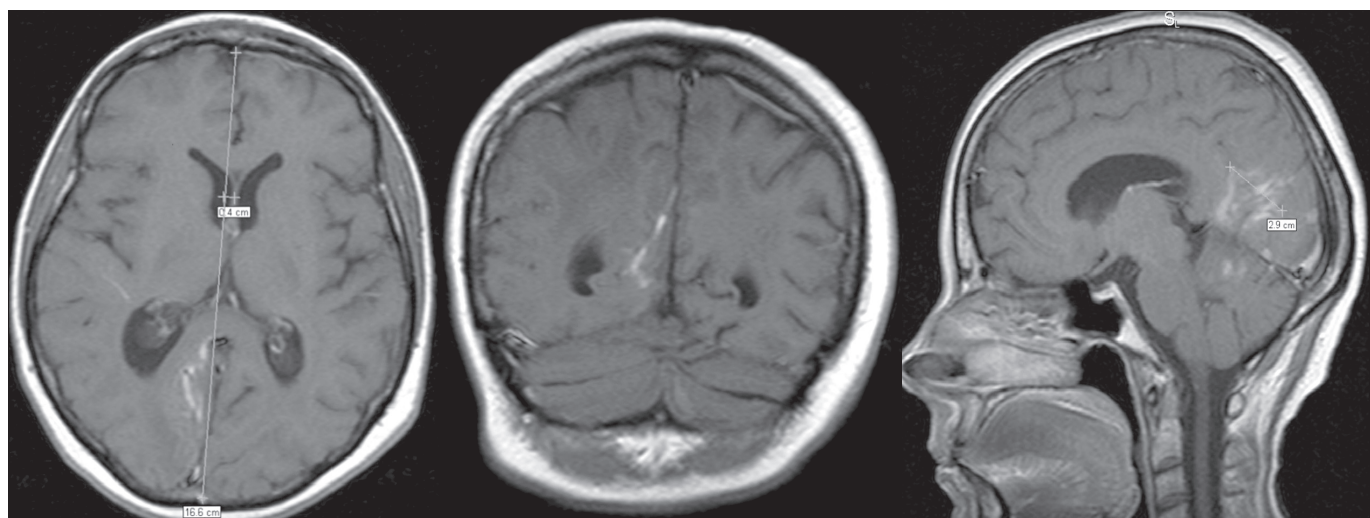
МРТ головного мозга с контрастированием больной П. после 27 курсов капецитабина и лучевой терапии на головной мозг (клинический пример № 1).
